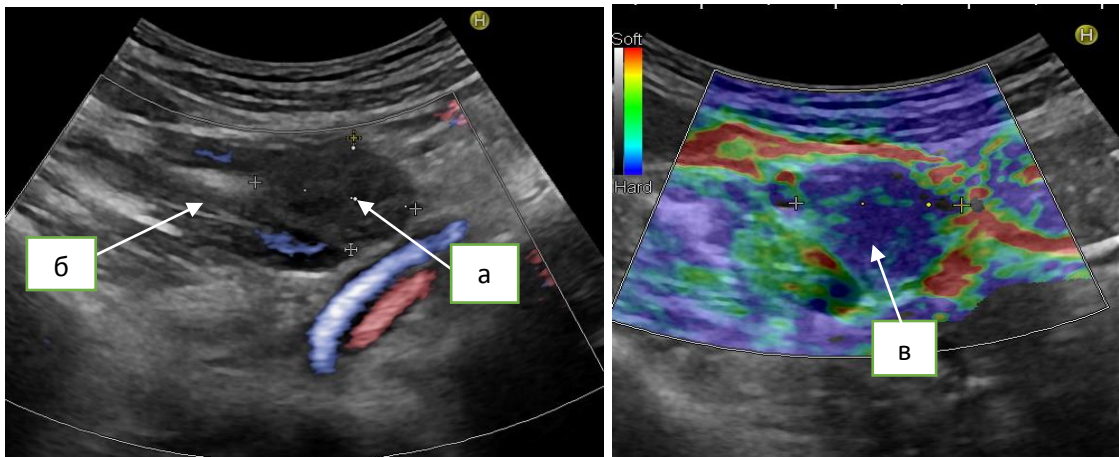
Ультразвуковая томограмма конгломерата в забрюшинных лимфатических узлах: а) конгломерат; б) подвздошные сосуды; в) V эластотип
